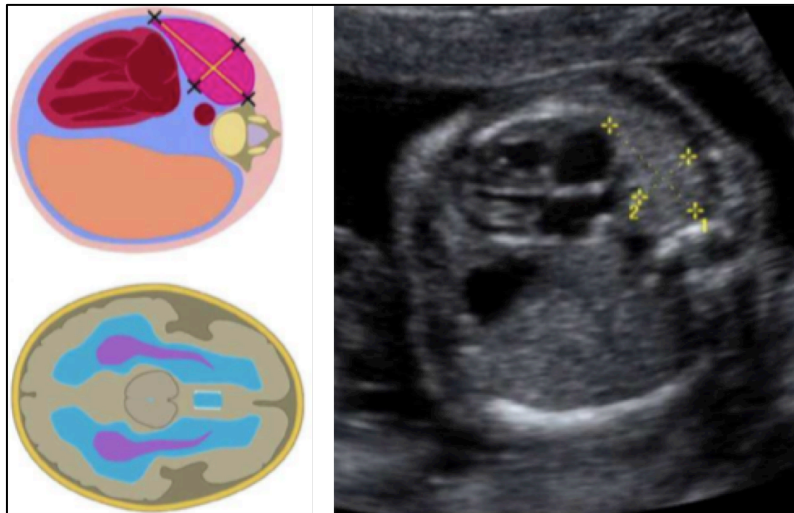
Sonographische Ermittlung der LHR bei einem Fetus mit linksseitiger CDH
